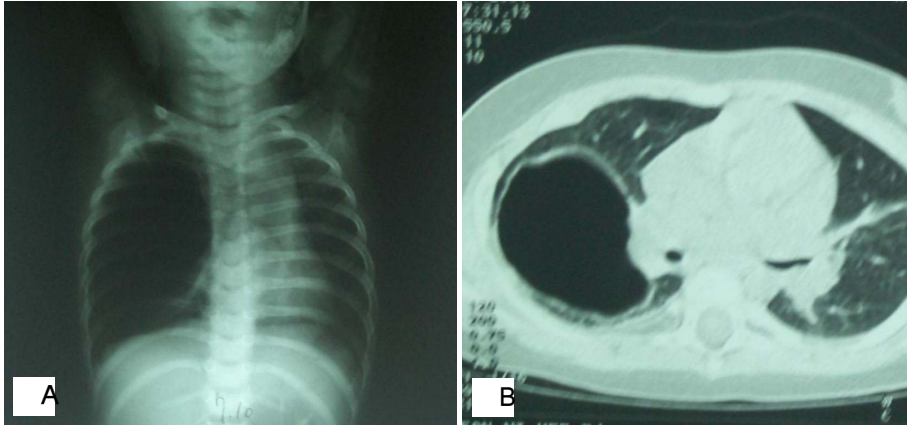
Chest X-ray and thorax CT : large bulla is seen in right lung field, shifting mediastinum to left side.
